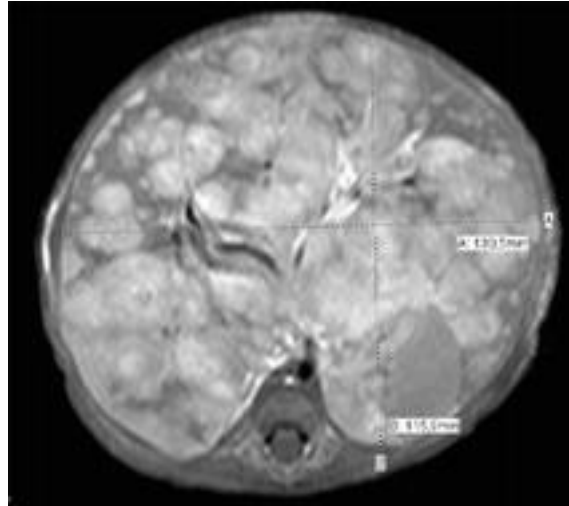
Imagem axial de RM ponderada em T1, caso de paciente confirmado de neuroblastoma que não provoca o deslocamento anterior da aorta abdominal, com massa que media até 13,0 cm em seu maior diâmetro.
